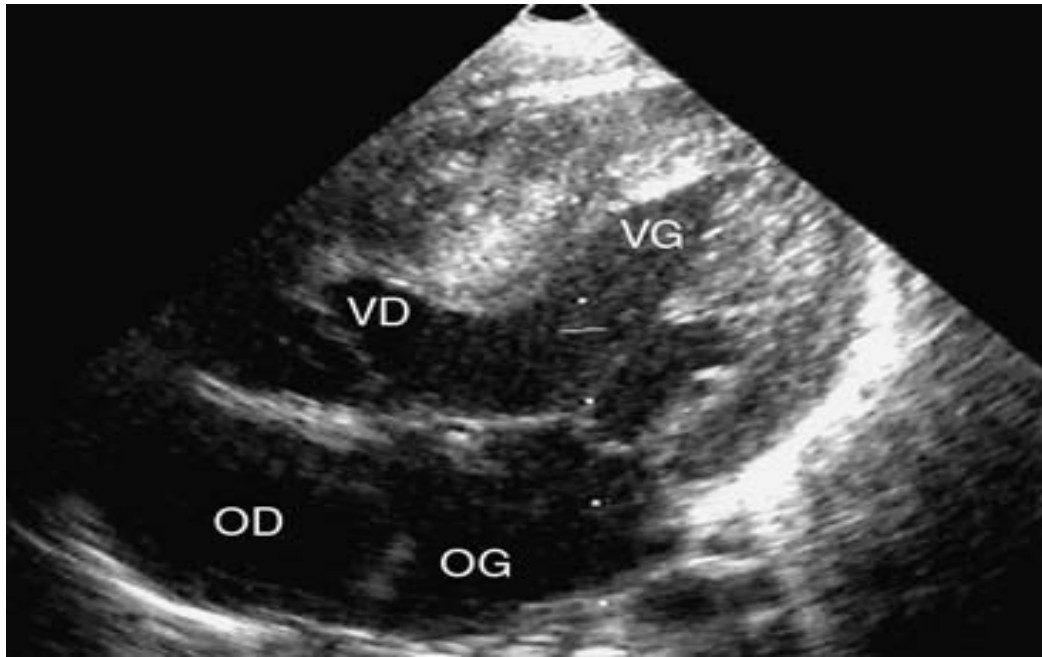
Echocardiographie transthoracique d'un CAV complet avec PCA en très forte HTAP
